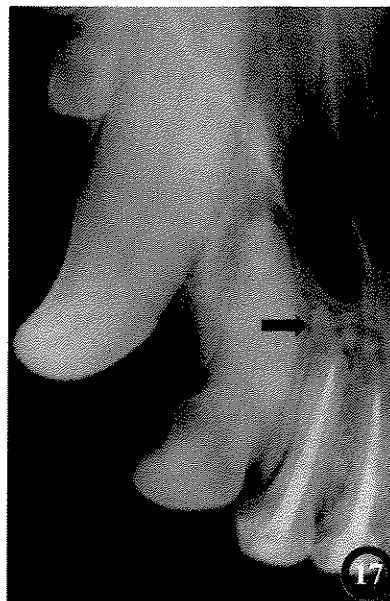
Radiografia periapical mostrando a figura anterior, apresentando imagem radiopaca no periápice do incisivo lateral direito 2 (seta), do grupo 180 dias (Sealapex) referente a extravasamento de material obturador após obturação.
